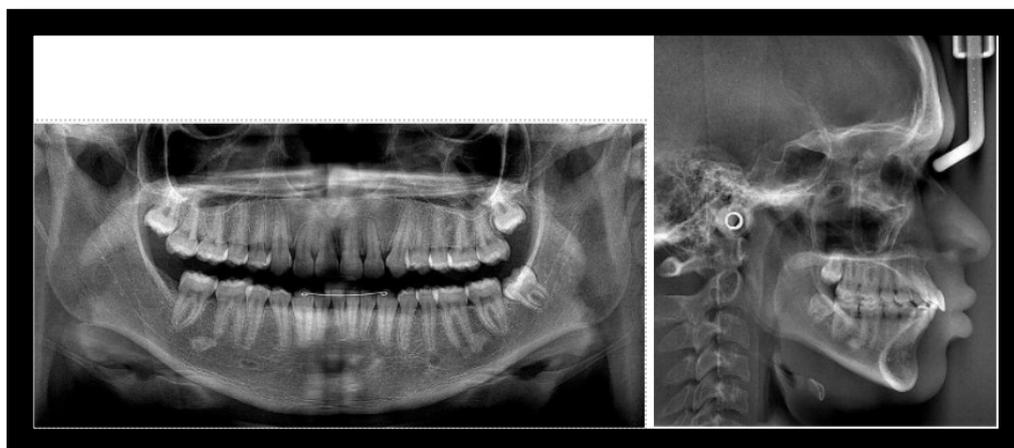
Radiografia panorâmica e telerradiografia em norma lateral finais.
